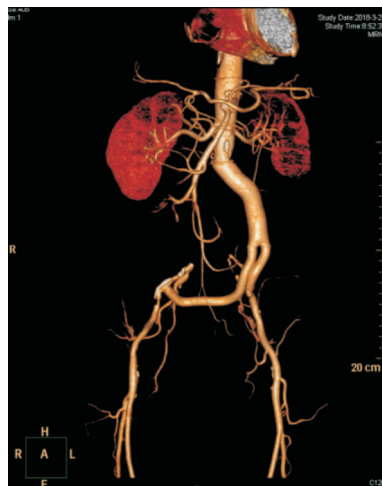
病例 1 出院后腹主动脉 CTA 复查结果
